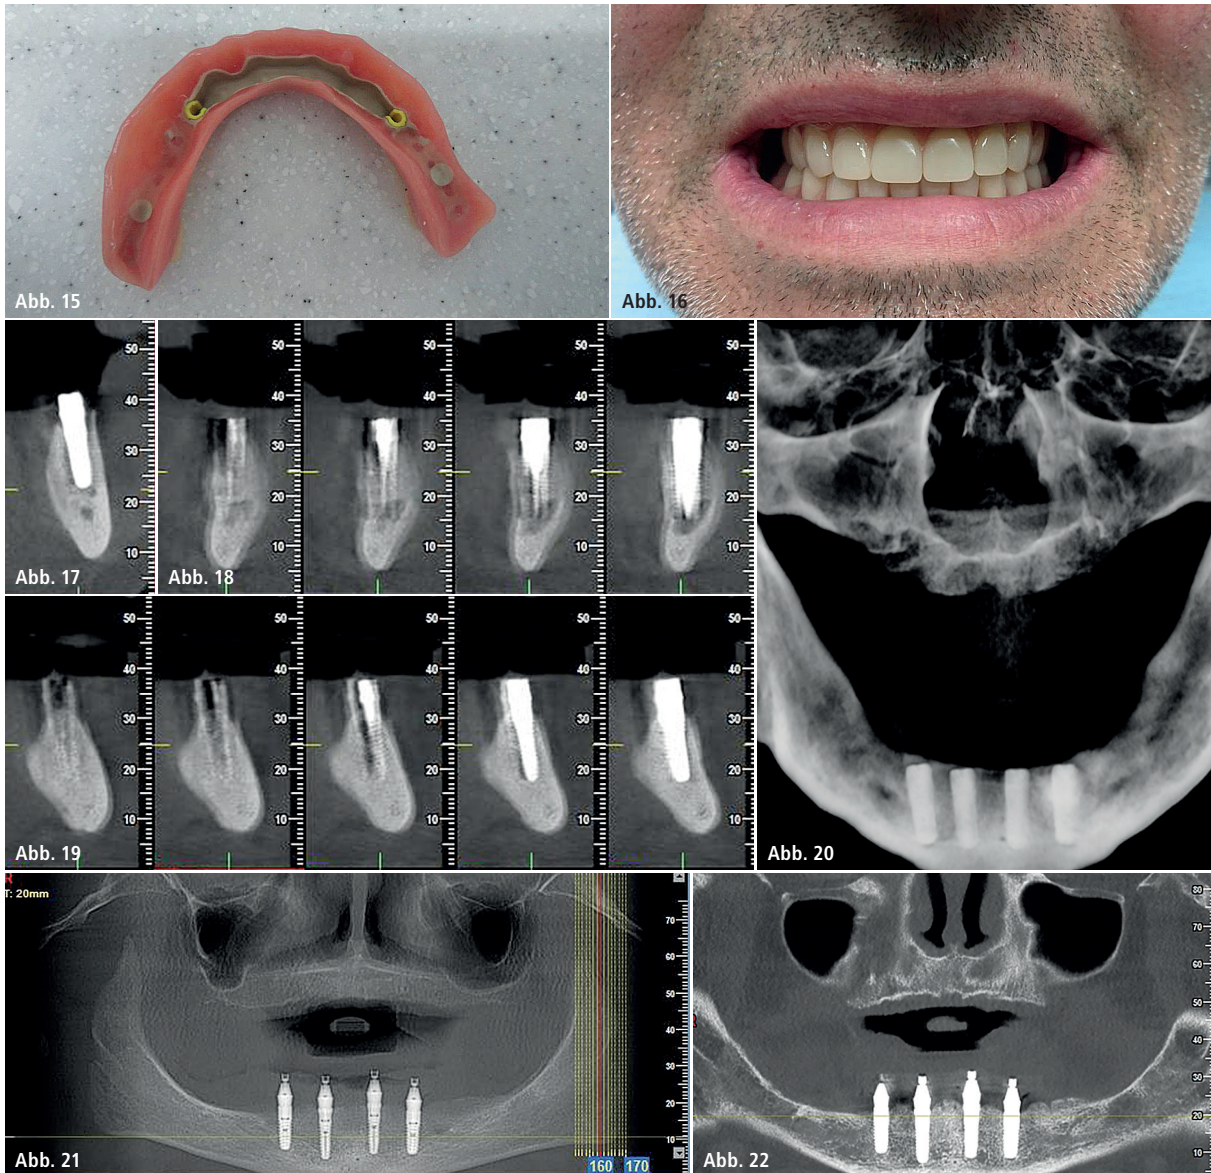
Der Steg dient als Retentionselement für eine Cover-Denture-Prothese. – Abb. 17–20: Postoperative CT-Aufnahmen. – Abb. 21 und 22: Röntgenaufnahme zehn Monate postoperativ, die Implantate sind erfolgreich eingewachsen.
